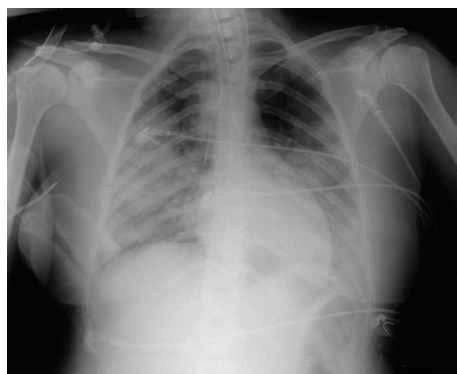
Radiografia de paciente com pneumonia por H1N1 com 7 dias de sintomas.
